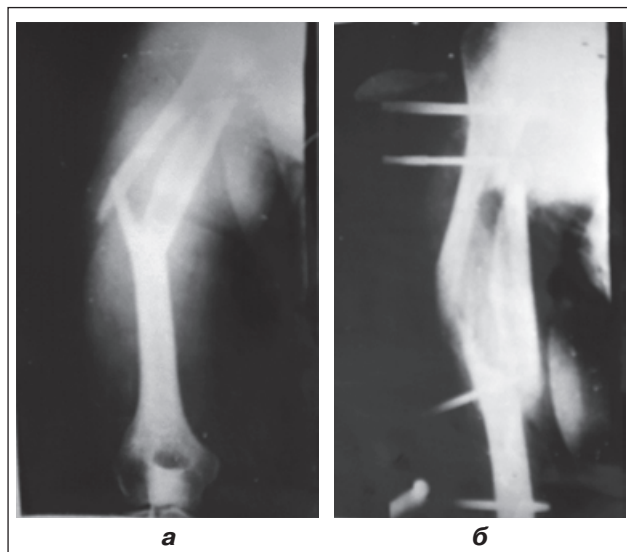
Фотоотпечатки рентгенограмм пациентки Г., 74 лет: а — после травмы (при поступлении в стационар); б — через 10 недель после операции
